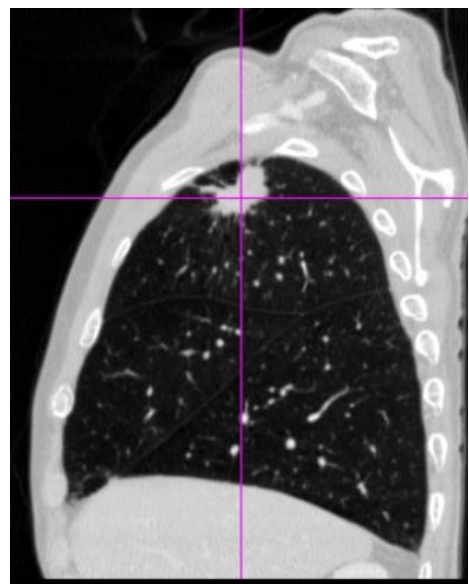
MPR（dynamic CT）画像を用いた病巣関連気管支の同定
